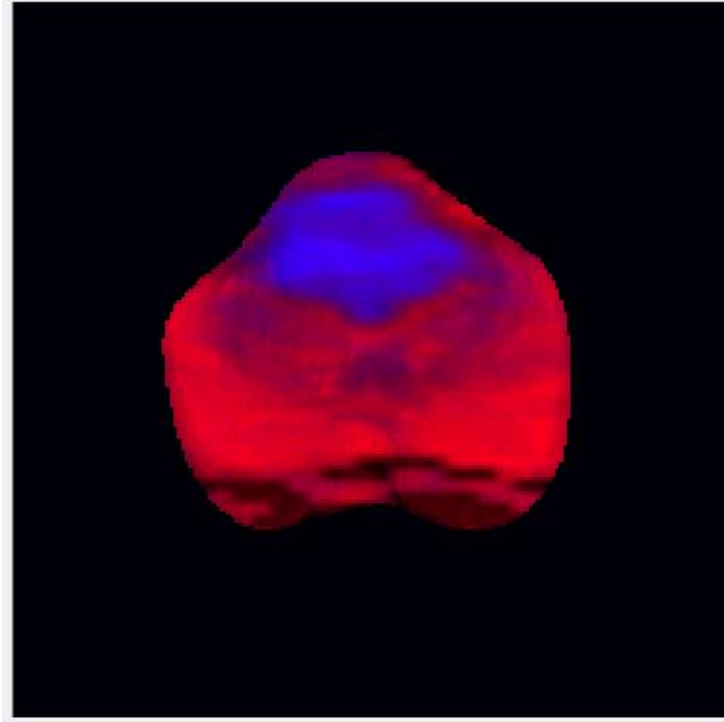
صور تجزئة القناع من اليمين الى اليسار صورة DWI , صورة ADC , صورة T2
